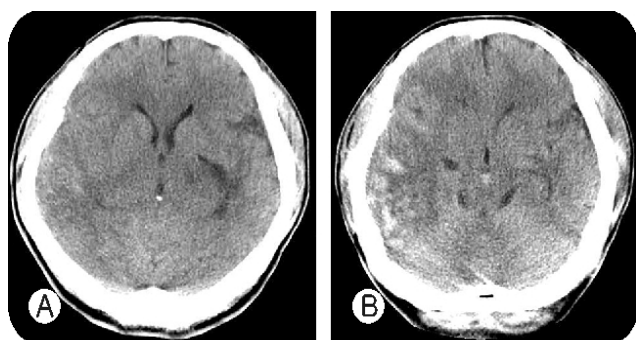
CT scans obtained 40 minutes(A) and 2 hours(B) postinjury in progressive intracranial hemorrhage.
